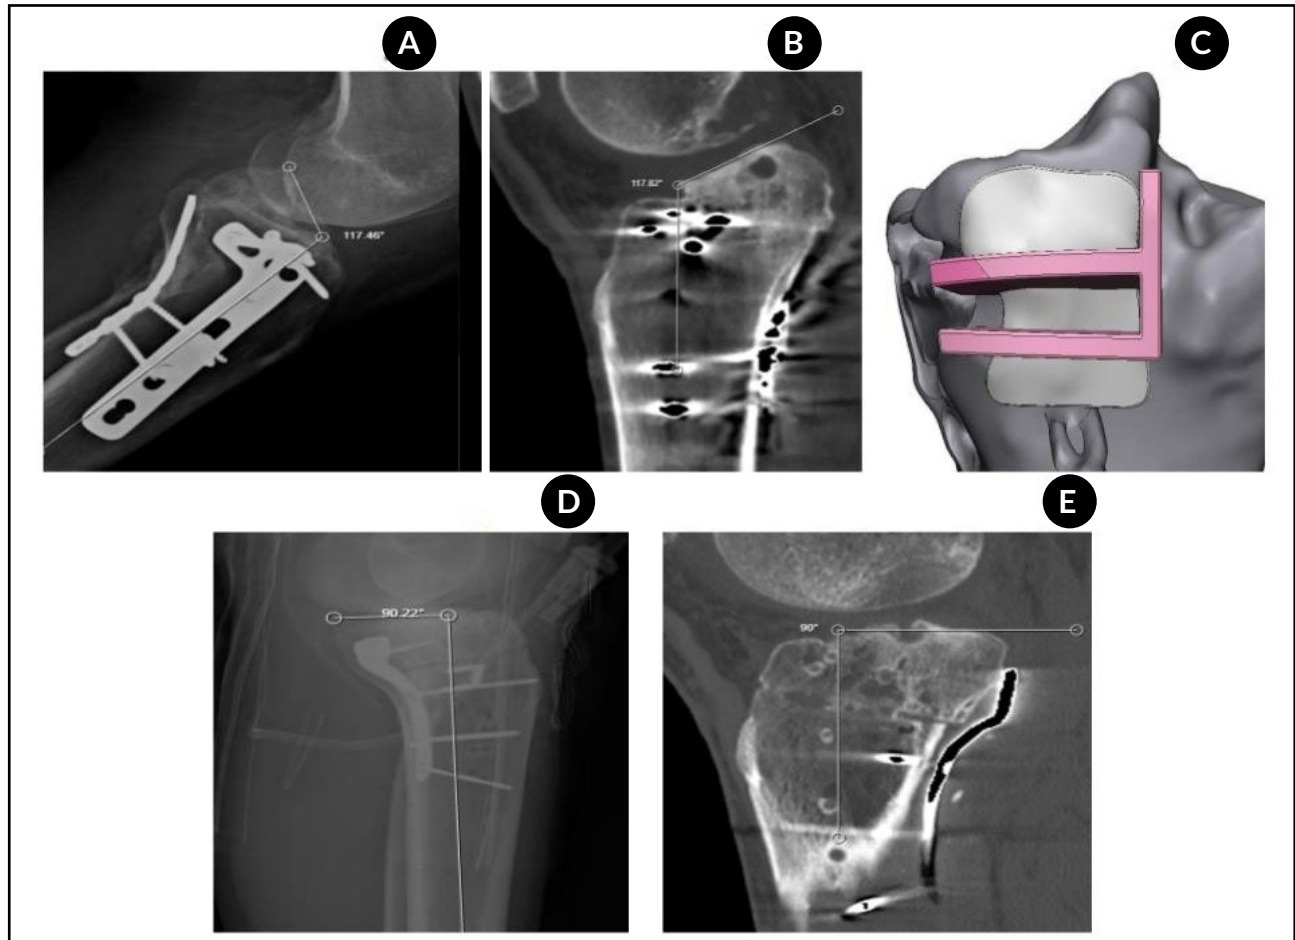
Pendiente tibial anterior. A) Rx lateral. B) TAC prequirúrgico. C) Guía personalizada 3D para osteotomía de resección posterior. D) Rx postquirúrgica, pendiente tibial corregida. E) TAC.
